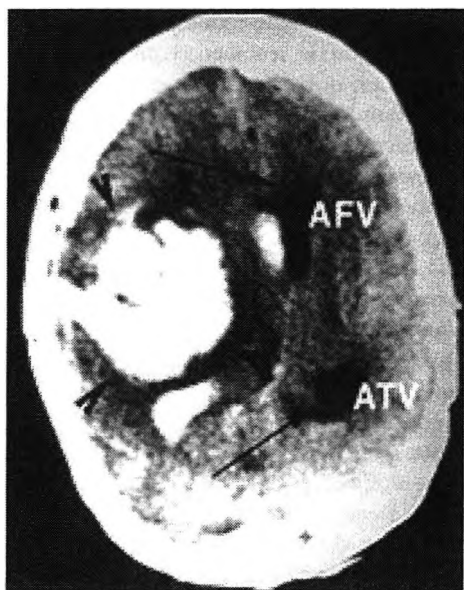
TAC de un hematoma parenquimatoso. Las flechas largas señalan el gran desplazamiento de las astas frontales y temporales del ventrículo lateral. AFV= asta frontal. ATV= asta temporal.
